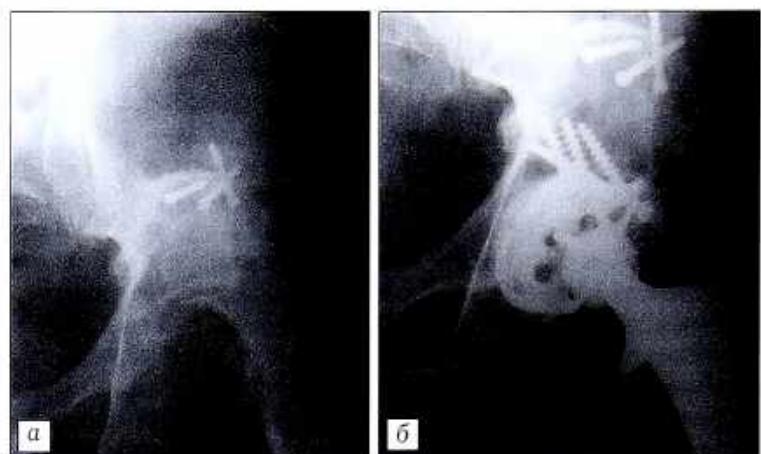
Рентгенограммы больного Л. Полный верхнезадний вывих головки бедренной кости, перелом заднего края вертлужной впадины, состояние после неудавшегося открытого вправления головки бедра и остеосинтеза вертлужной впадины.
